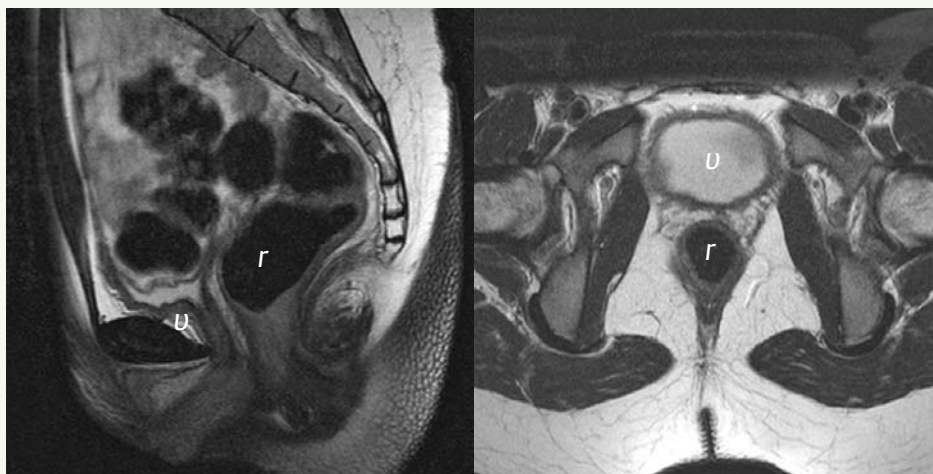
Agenesia de útero. RM en secuencia ponderada en T2 en que se constata en corte sagital en la línea media y en corte axial la ausencia de útero entre vejiga (u) y recto (r). El lugar esperado de vagina, cérvix y útero se extrapola de vejiga, uretra y vagina inferior. (Dr. Erik Ranschaert <radiopaedia.org/cases/mayer-rokitansky-kuster-syndrome>).
